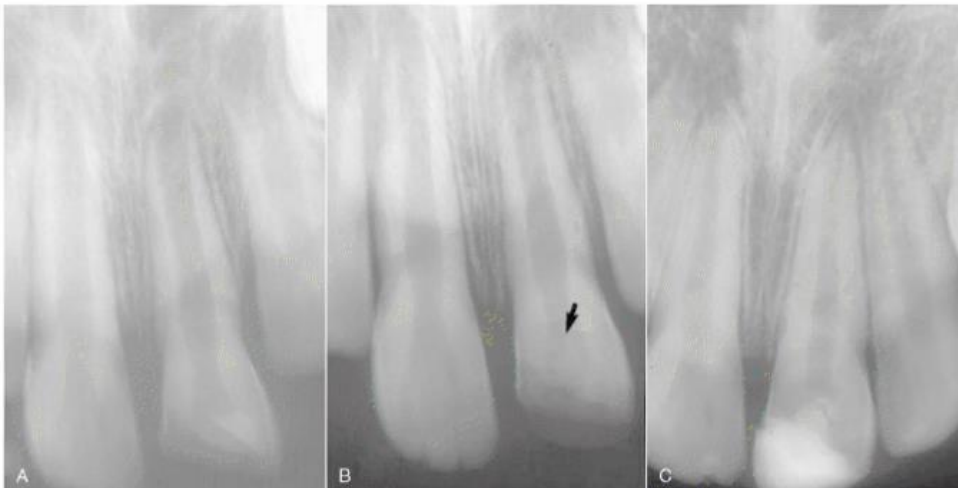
A.-Radiografía de un diente inmaduro con fractura coronal complicada B.-Momento de la colocación de hidróxido de calcio después de la pulpotomía.C.-Radiografía de control que confirma que la pulpa se mantiene vital y la raíz continúa su desarrollo.(9)
